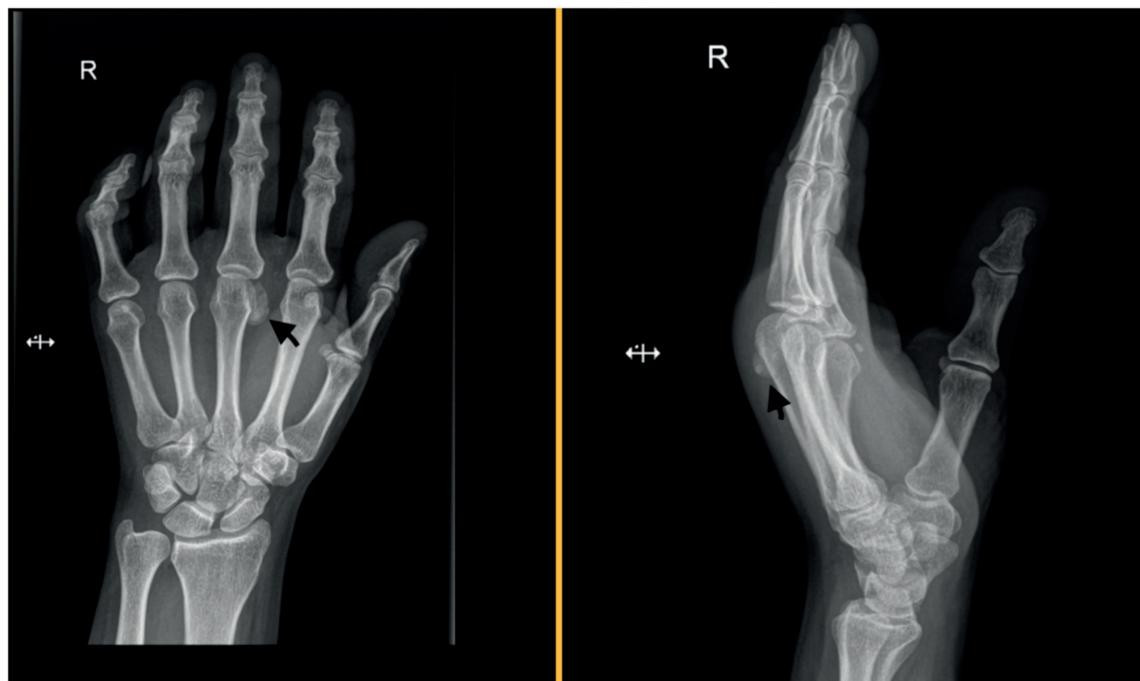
Radiografía AP y Lat de mano. Se evidencia lesión ovoidea radiopaca a nivel de la cabeza del tercer metacarpiano.
